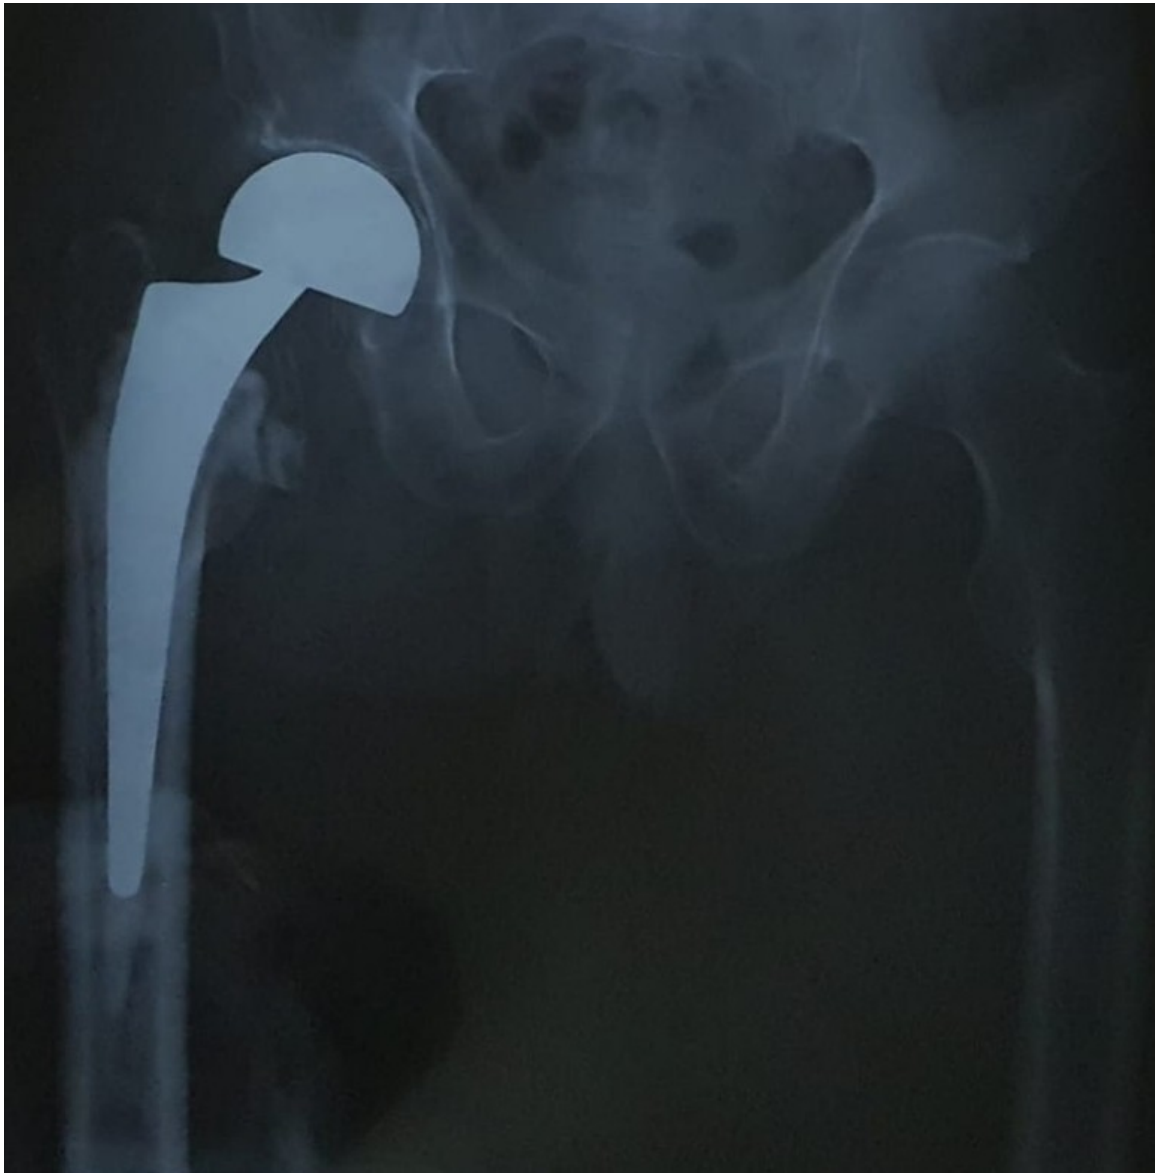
Radiographie de face montrant une PIH après une fracture du col du fémur chez un patient de 80 ans
